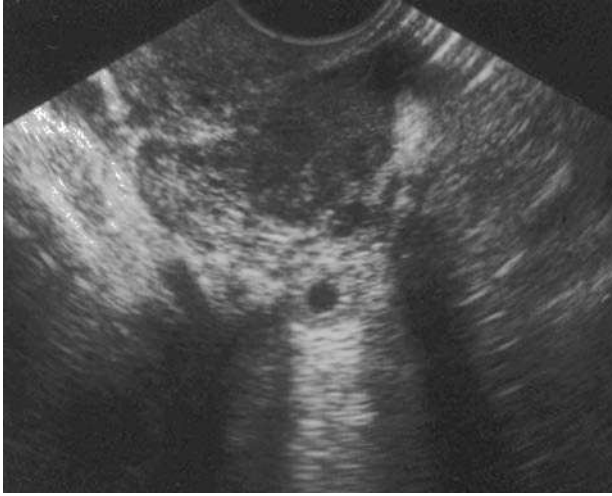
Ecografía transvaginal.
